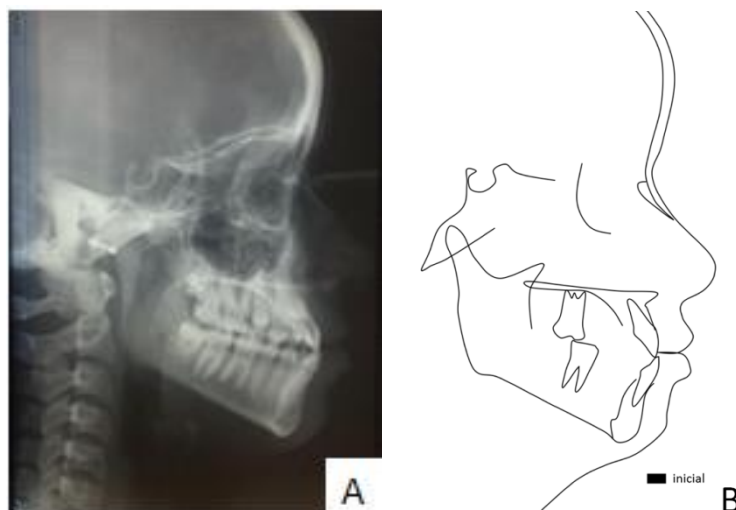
A- Teleradiografia lateral; B- Traçado anatômico inicial Usp
